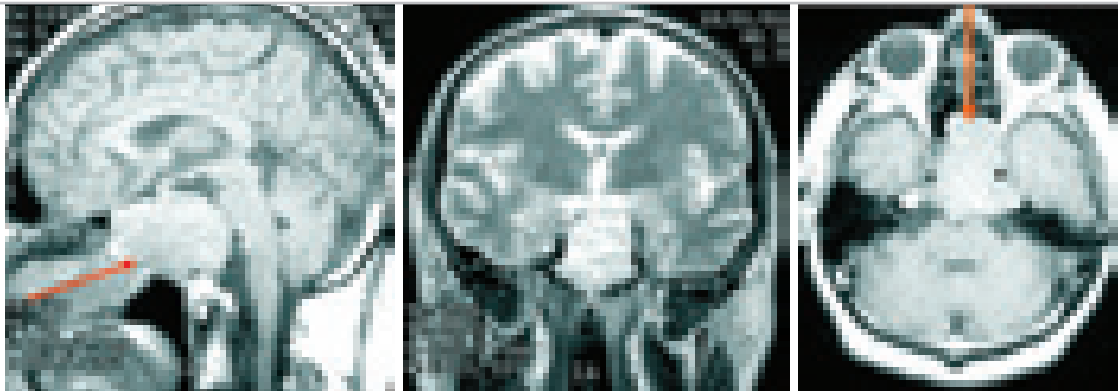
МРТ-изображения до операции. Большая хордома основания черепа. Больной Р., 52 года. Красная стрелка указывает направление доступа.
